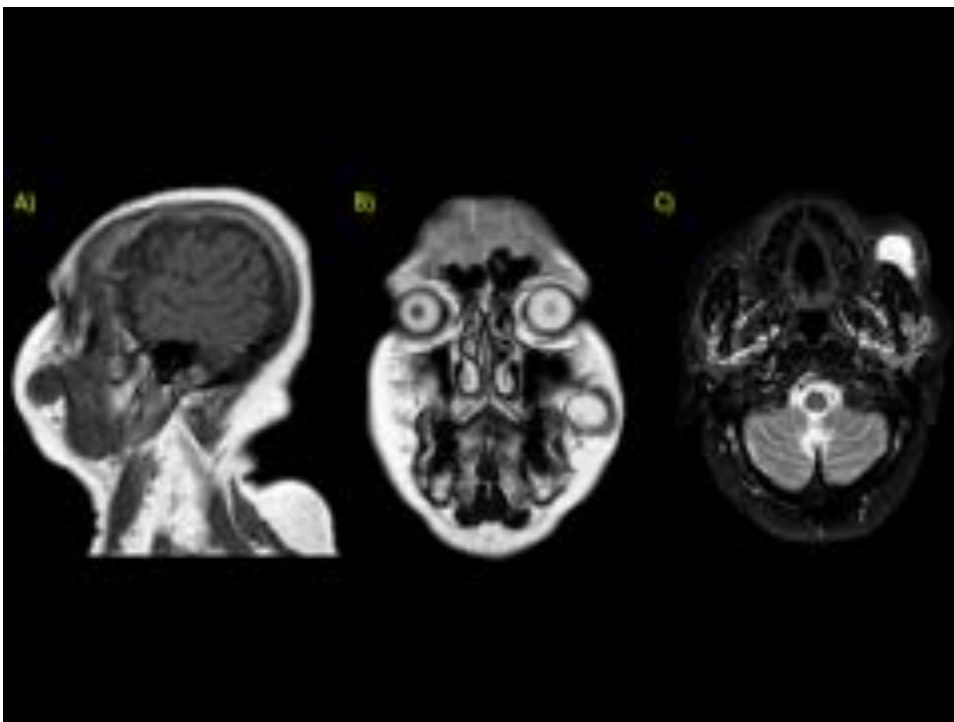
RM de macizo facial realizado al paciente de la Figura 10. Secuencias sagital TSE T1 (A), coronal TSE T2 (B), axial STIR (C) en la que se observa la lesión situada en la grasa de la mejilla izquierda, de naturaleza predominantemente quística, con algún engrosamiento nodular en la periferia.
